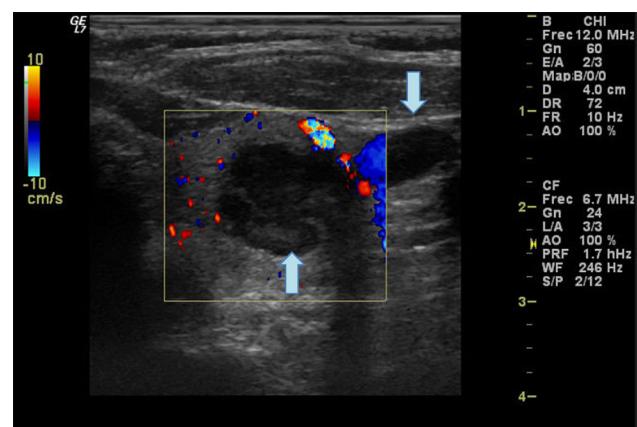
Ecografía Doppler en la cual se aprecia el lóbulo tiroideo izquierdo con una prolongación a nivel endotorácico, aumentado de tamaño. Presenta un nódulo sólido, polilobulado de 12 × 13 mm señalado con la flecha a nivel superior de la imagen. En su polo caudal y con prolongación intratorácica, paratraqueal izquierdo, se objetiva otro nódulo de las mismas características que el anterior de 15 mm señalado por la flecha en la parte inferior de la imagen. Este segundo nódulo se sitúa en la encrucijada de los vasos yugulocarotídeos.
